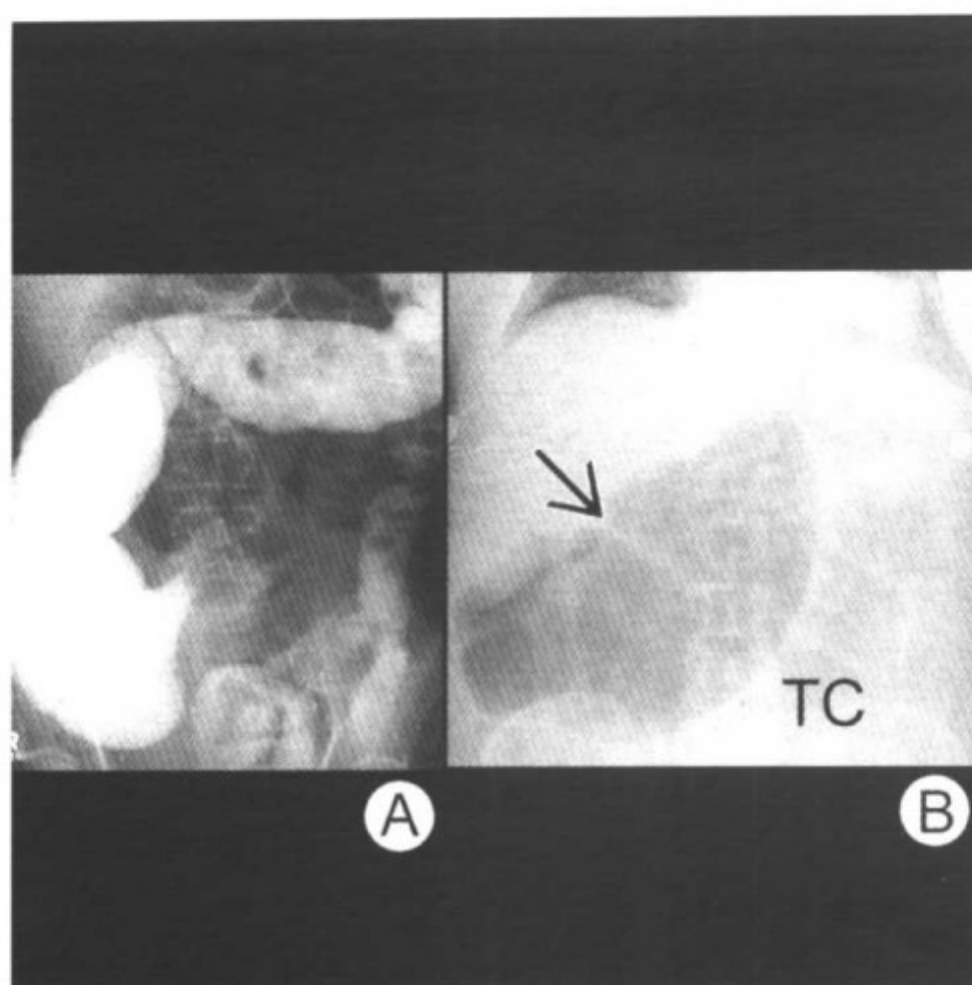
图 A 钡灌肠示升结肠梗阻变细的肠管有逆流的现象，盲肠及小肠积气扩张；图 B 仰卧位示扩张的盲肠、升结肠转向头侧至横结肠（TC），可见回盲瓣（箭头）且盲肠末端指向左上腹
